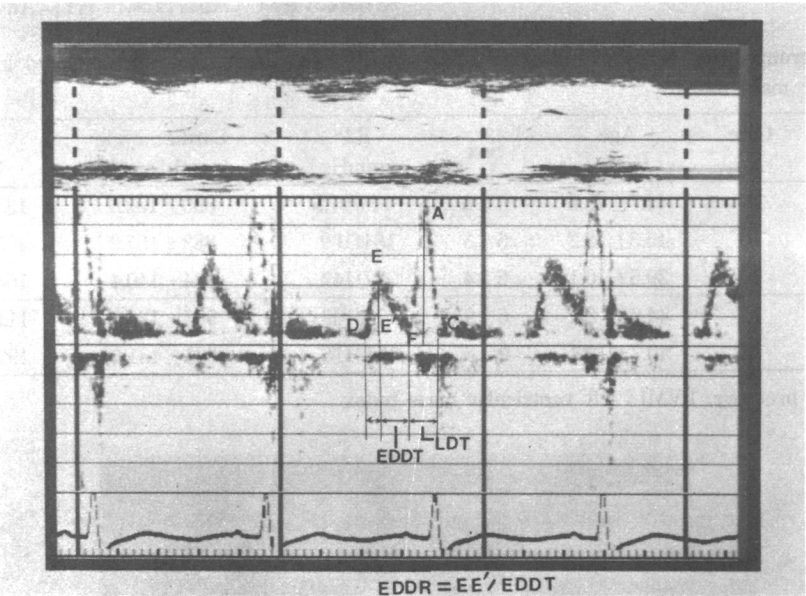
Methods of measurements of left ventricular diastolic function from Doppler mitral valvular flow-velocity waveforms(EDDT : Early diastolic deceleration time, LDT : Late diastolic deceleration time, EDDR : Early diastolic deceleration rate)
